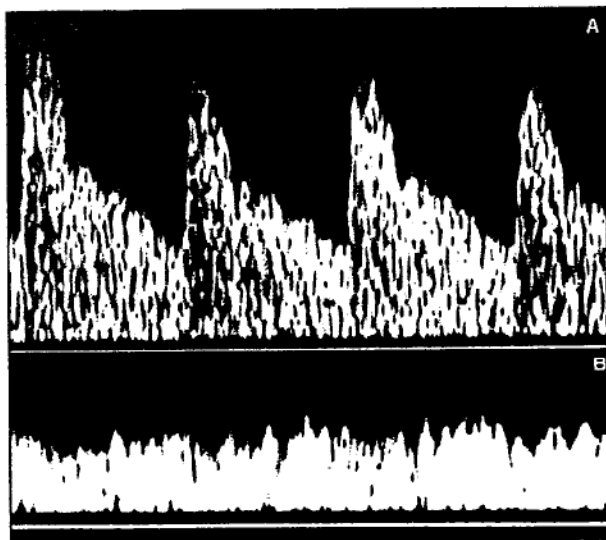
Achiziție Doppler
